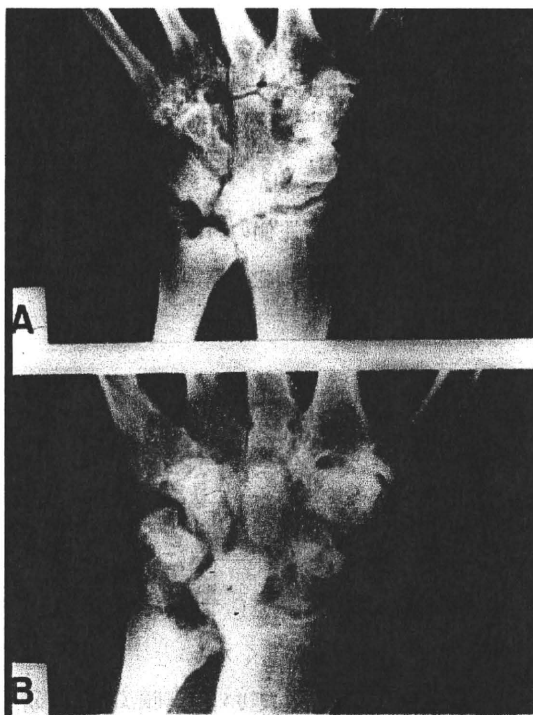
罹病10年での軽症RA(LES)の手関節X線像。関節軟骨の間隙が狭くなるか、手根骨の骨癒合が認められる程度の軽度破壊である。
